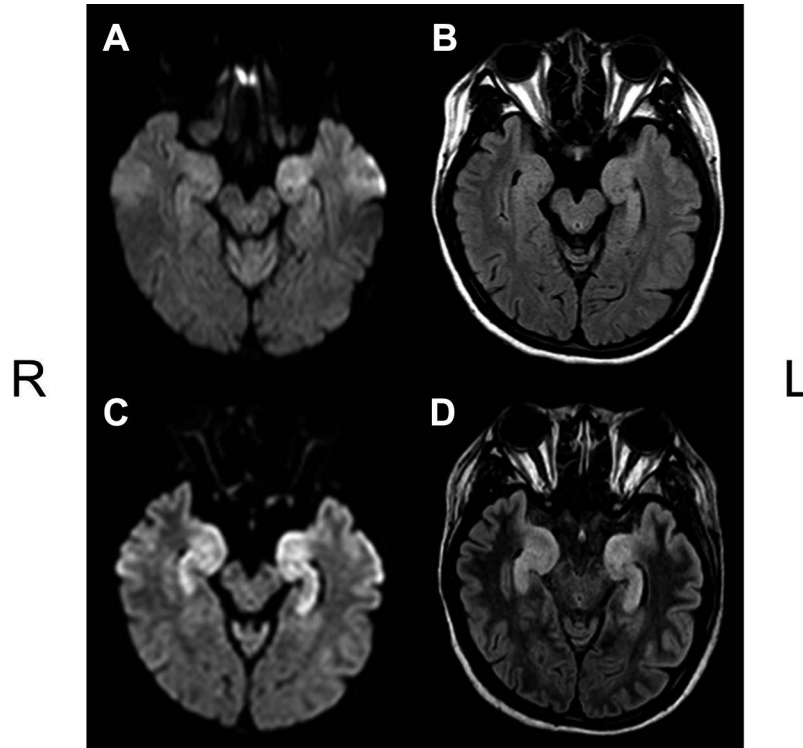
Brain MRI on admission (A, B) and on the fifth day from admission (C, D).
